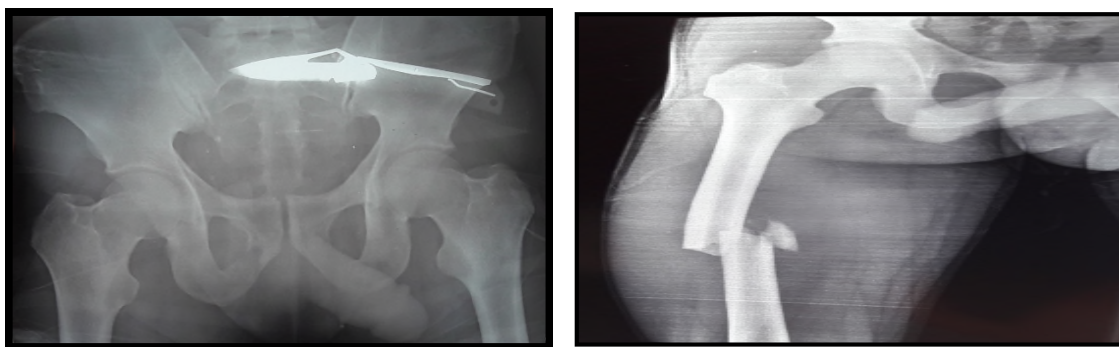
Radiographie du bassin ; Figure 142- Radiographie du Fémur droit deface : Fracture complexe médio-diaphysaire avec 3^e fragment
